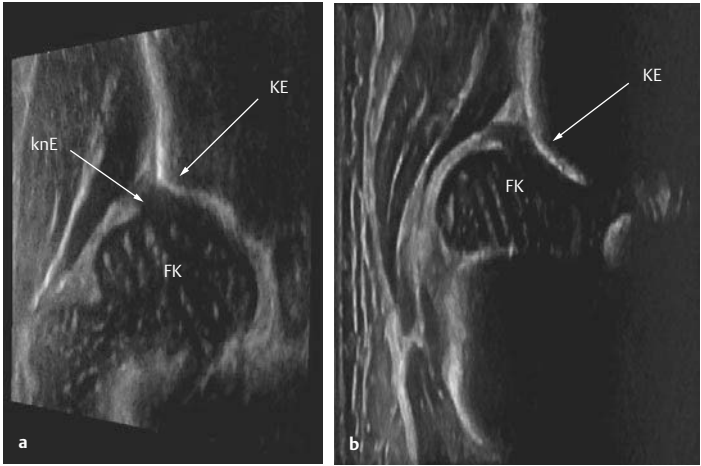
• a) Sonografie einer normal entwickelten Säuglingshüfte. KE = knöcherner Erker
